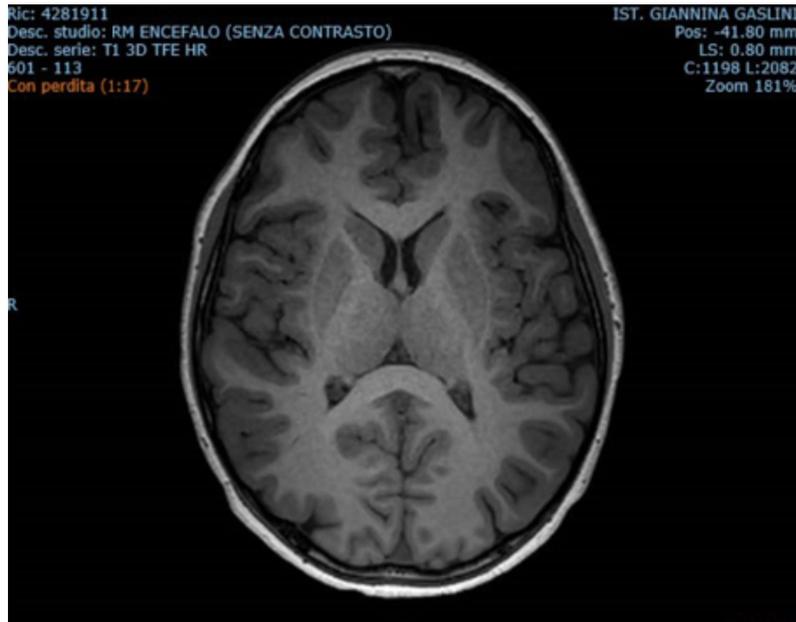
RM Encefalo senza contrasto
